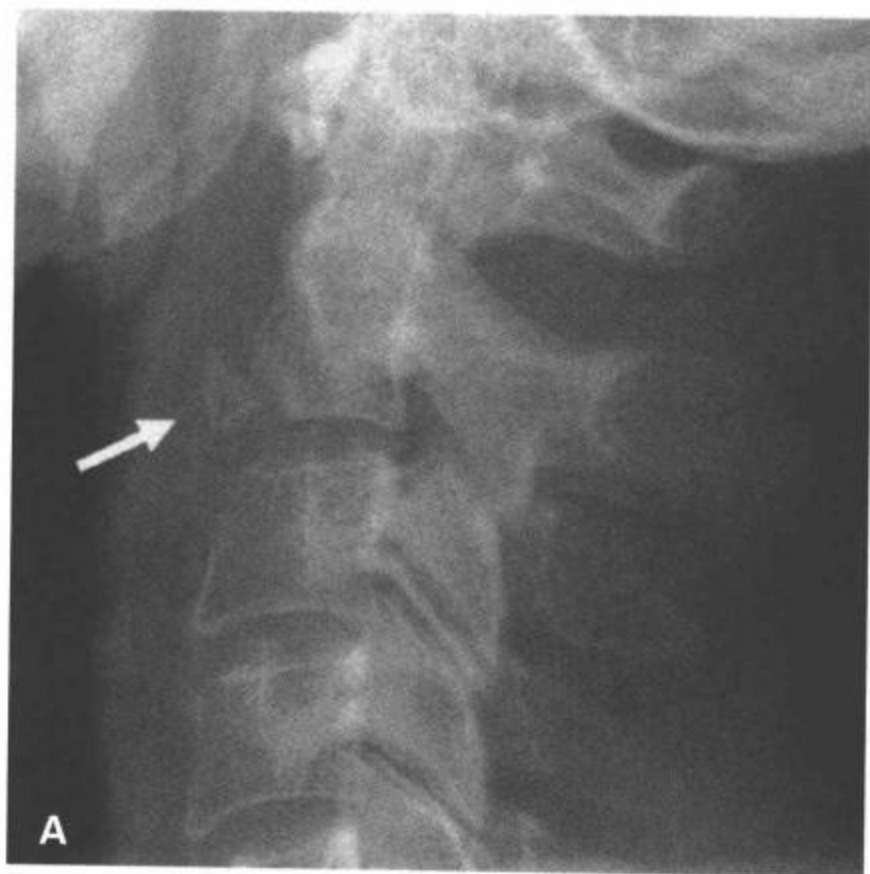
C2 过度伸展性泪滴样骨折。颈椎侧位片（A）和 CT 多平面重组矢状面图像（B）显示一个三角形骨碎片起自 C2 前下缘。
